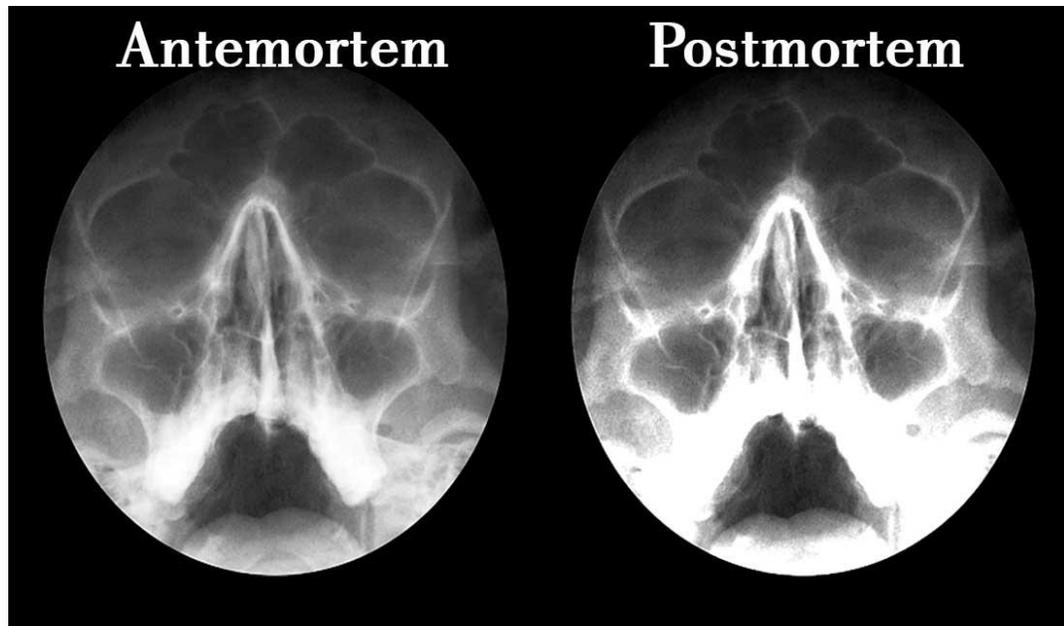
Fuente: Sempere Durá, T. *Radiografía Waters Comparación Antemortem y Postmortem*
